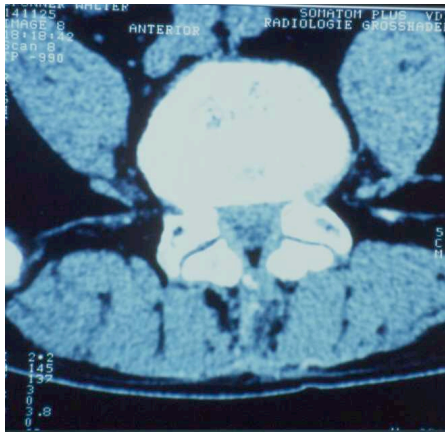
CT einer Spinalkanalstenose, Myelographie mit Kontrastmittelstop
